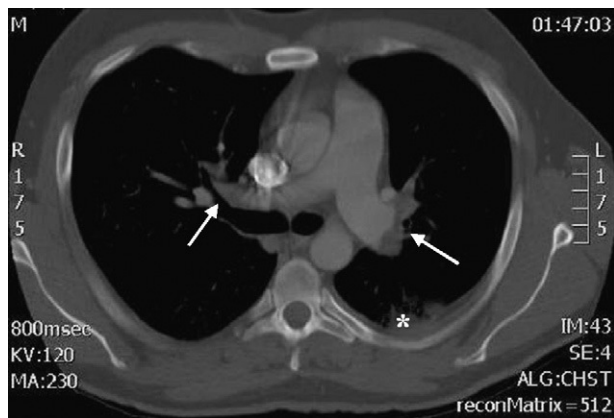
TC helicoidal. Se observan defectos de repleción en las 2 ramas principales de la arteria pulmonar, compatibles con trombosis bilateral masiva del sistema arterial pulmonar (flechas). También se ve una pequeña condensación de morfología triangular y base periférica compatible con infarto pulmonar (asterisco).
